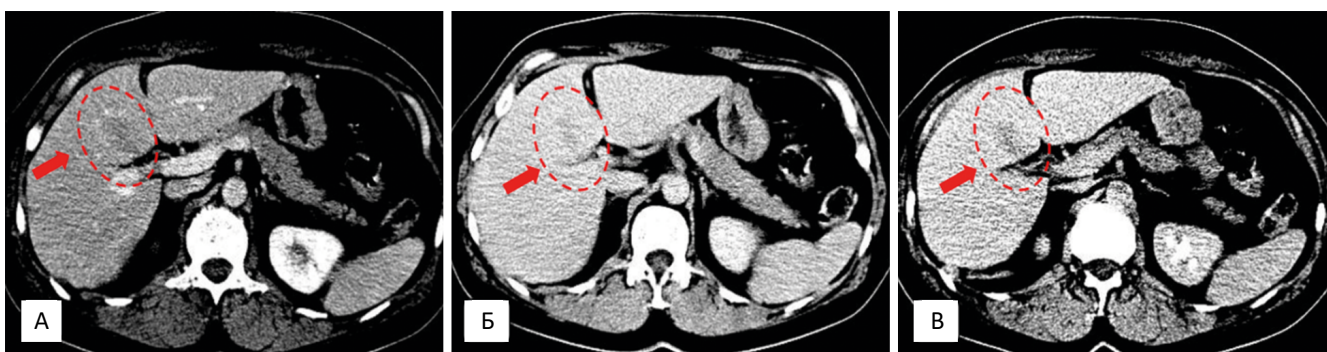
КТ органов брюшной полости в позднюю артериальную (А), портальную (Б) и выделительную (В) фазы сканирования (аксиальная проекция). На фоне гомогенного контрастирования паренхимы, в IV сегменте печени отчетливо прослеживается участок пониженной плотности, (отмечен овалом и красными стрелками) обусловленный очагом сохранения от жировой дистрофии
